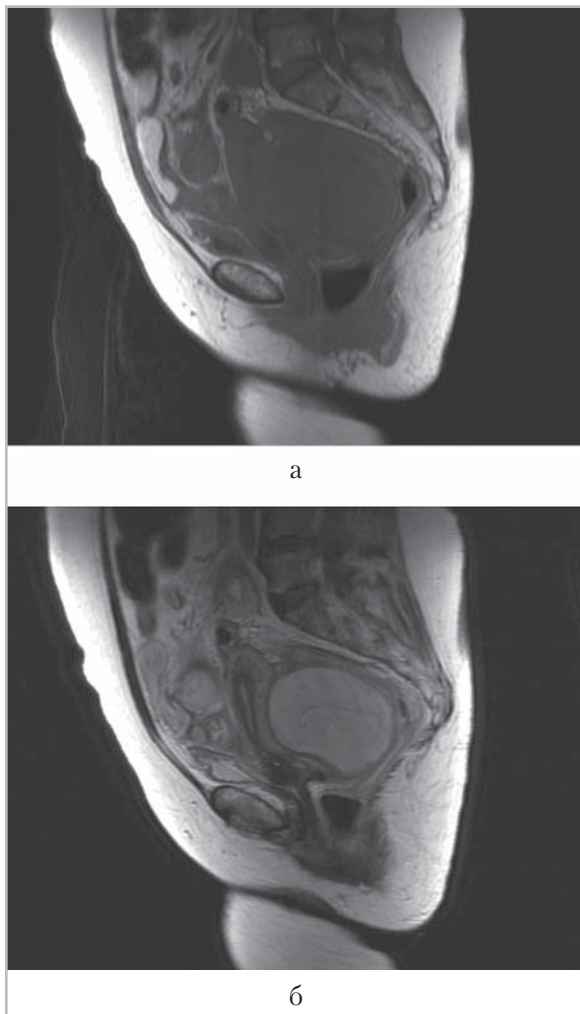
На МР-томограммах малого таза в сагиттальной проекции (Т2-ВИ — сверху, Т1-ВИ — снизу) определяется образование, расположенное в дугласовом пространстве (между задней стенкой матки и передней стенкой прямой кишки), неоднородной структуры за счет внутренних перегородок
